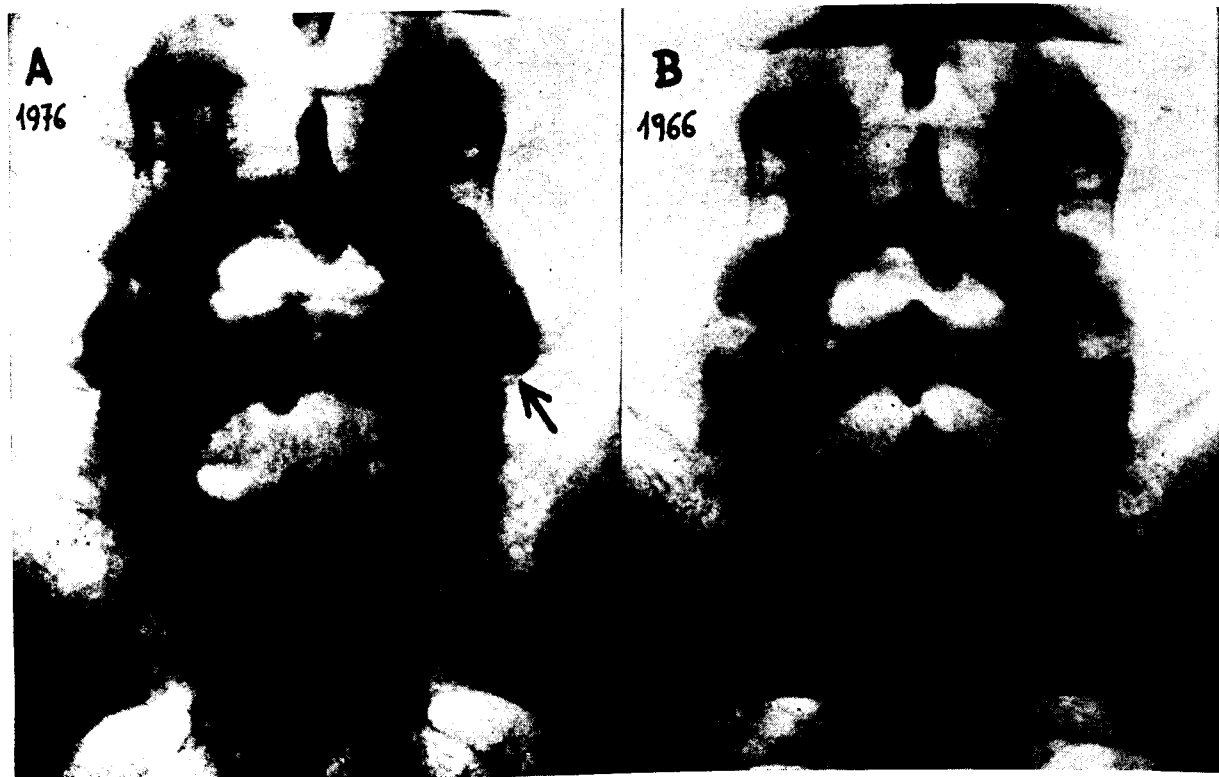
A) El caso de la figura 8 en proyección de frente. B) Radiografía del mismo paciente realizada diez años antes. La L<sub>1</sub> es normal.
